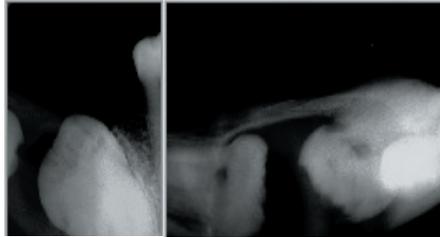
Radiografias periapical e oclusal de mandíbula evidenciando a relação da lesão com a porção coronária dos dentes.
